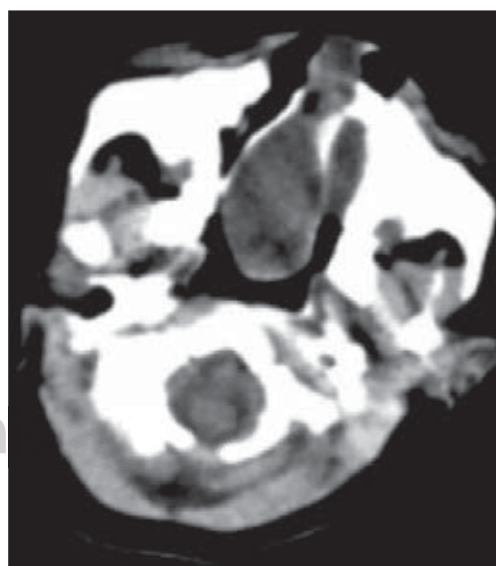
Corte axial de tomografía computada. Agenesia de bóveda craneal anterior.
